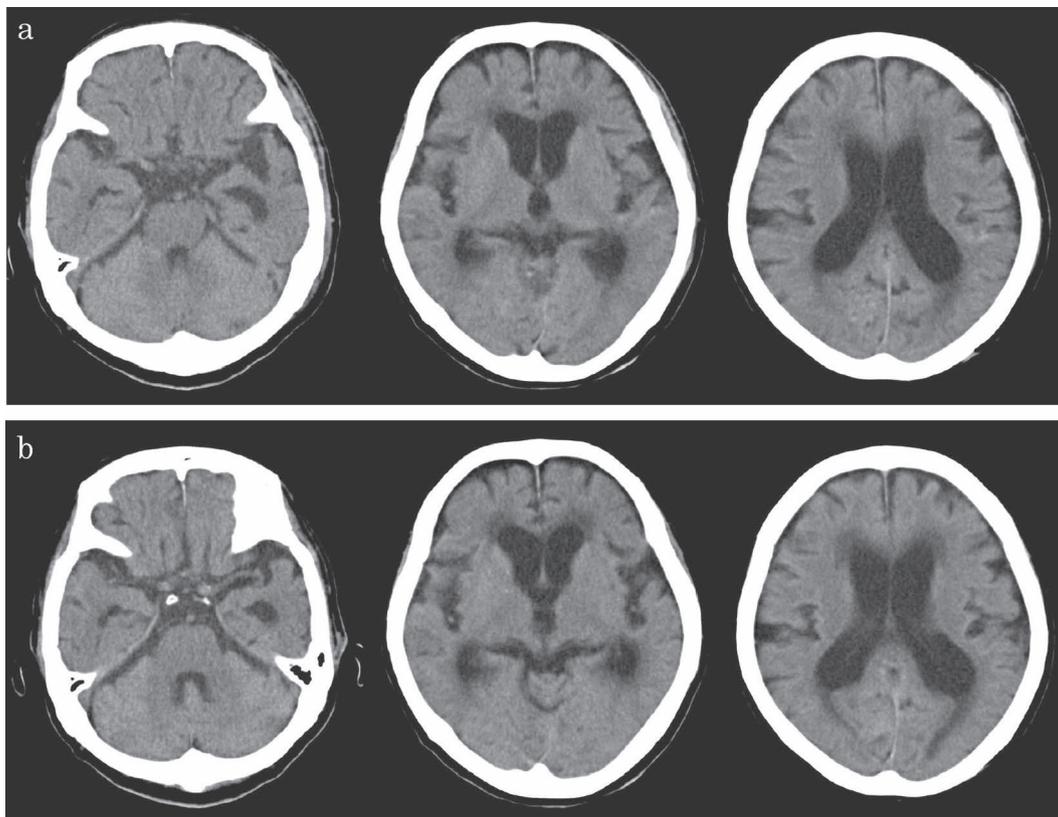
(a) Head CT 4 months after the first injury. Ventriculomegaly is demonstrated. (b) After more 3 weeks, periventricular leukomalacia has increased.
